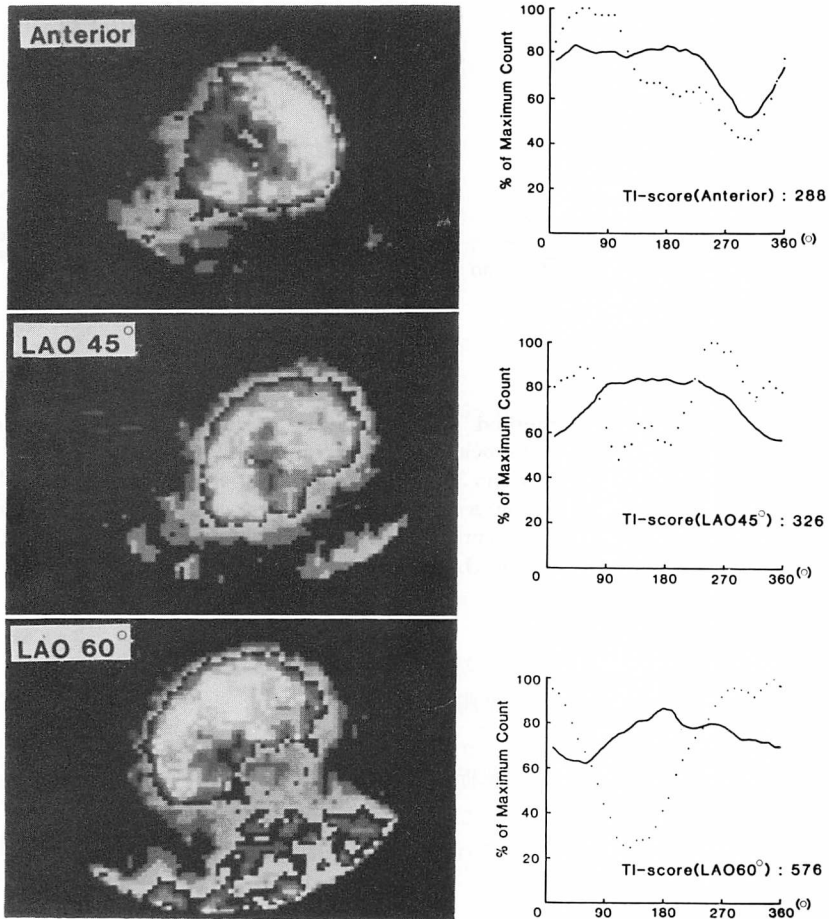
Thallium-201 myocardial scintigrams (left) and circumferential profile curves (right, dotted lines) of a representative case with transmural inferior infarction.
